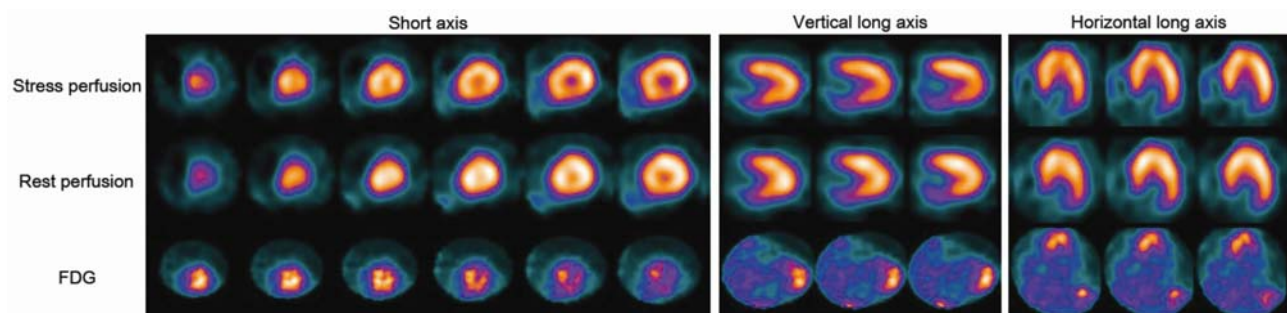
Stress and rest Tc-99m sestamibi perfusion and F-18 FDG images of 81-year-old male patient with no symptoms, in short axis and vertical and horizontal long axis slices. No abnormal perfusion abnormality is shown. Focal intense F-18 FDG uptake in the apex is demonstrated. This patient had apical hypertrophy on echocardiography.
